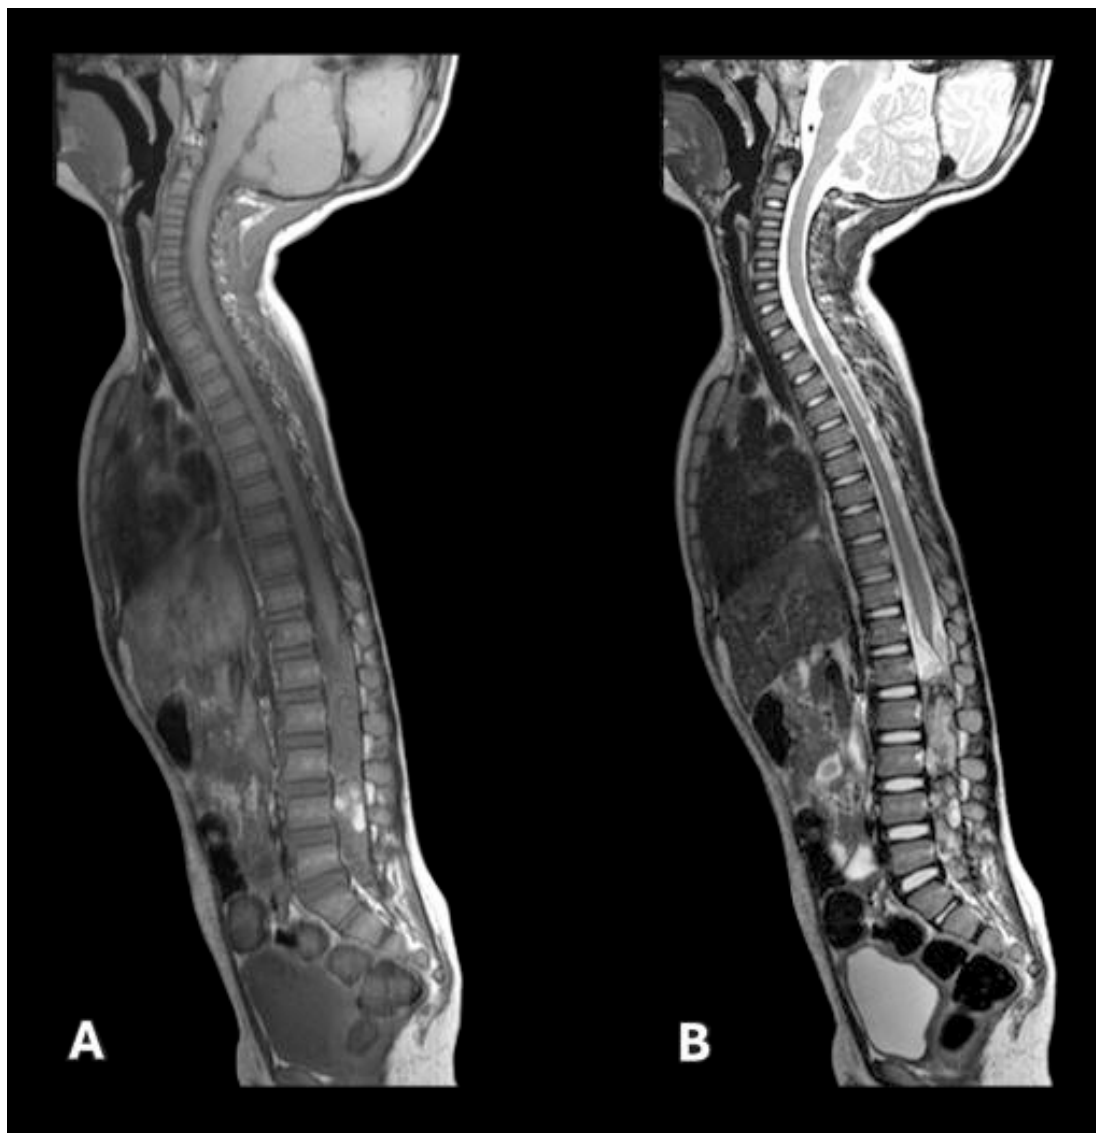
RM de columna total
